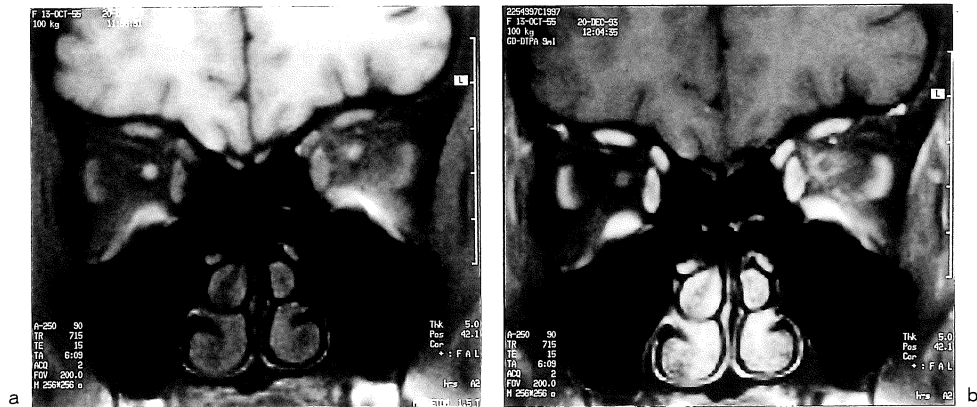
a. A fat-suppressed coronal image without Gd-DTPA administration showed the obscure margin of the left optic nerve. b. Post contrast MRI demonstrated a ring-like enhancement consistent with the left optic nerve sheath.
